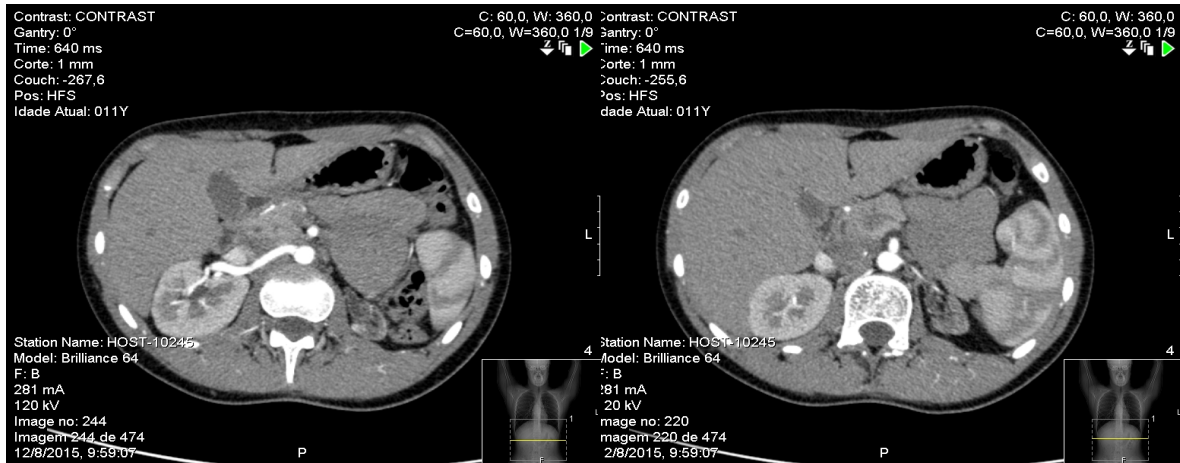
Angio-TC abdominal: Marcada redução difusa e regular do calibre da artéria renal esquerda imediatamente após o ostium e em toda a sua extensão, com permeabilidade do lúmen mantida. Não se observa circulação colateral. Artéria renal direita permeável e de calibre normal ou mesmo proeminente. Rim esquerdo atrófico (RE: 4 cm), com deficiente opacificação do parênquima renal pelo contraste. Rim direito com hipertrofia compensadora (RD: 12,5 cm), morfologia normal e boa opacificação do parênquima, com espessura normal.
